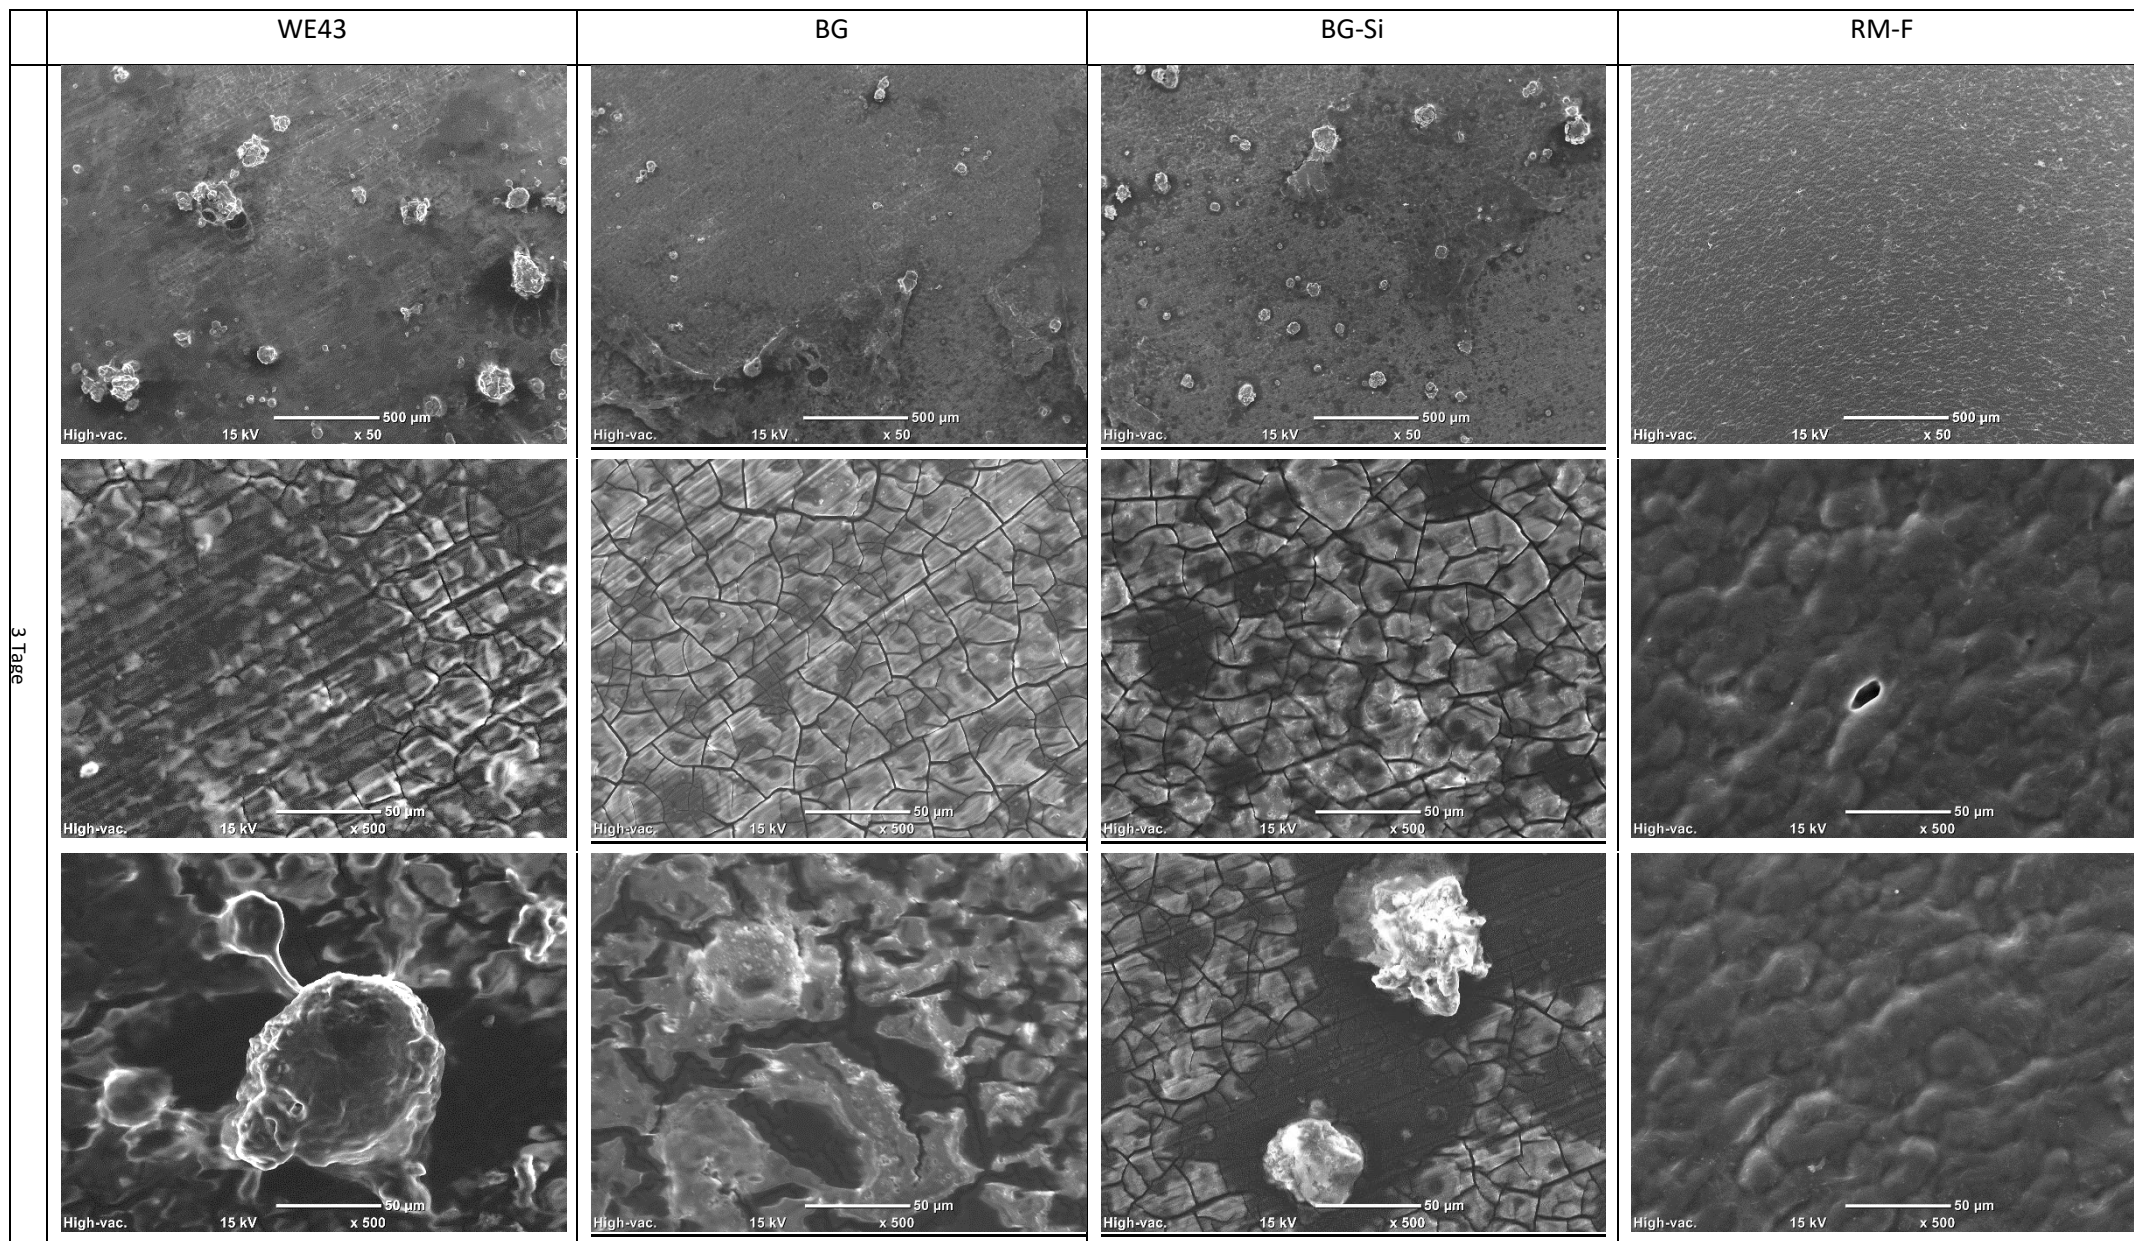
Rasterelektronenmikroskopische Aufnahmen der Oberfläche von WE43, RM-F, BG und BG-Si Implantaten vor der Implantation. Alle Materialien werden mit einer 50-fachen (oben) und einer 500-fachen (unten) Vergrößerung dargestellt.
